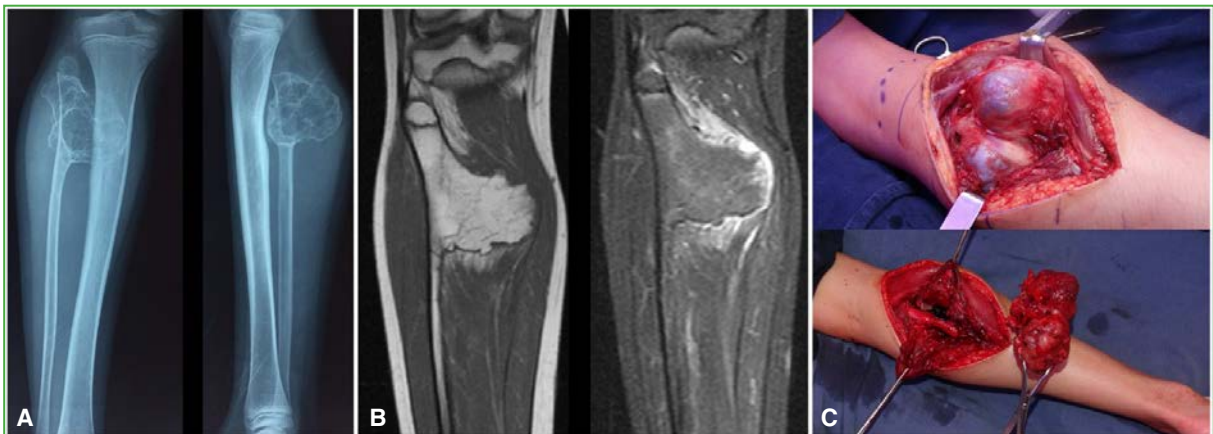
Caso 6. A. Radiografías de pierna izquierda, de frente y de perfil. Se observa un gran osteocondroma de extremidad proximal de peroné (135,12 cm³). B. Resonancia magnética de pierna izquierda, cortes sagitales, secuencias T1 y T2. C. Imágenes intraoperatorias.
